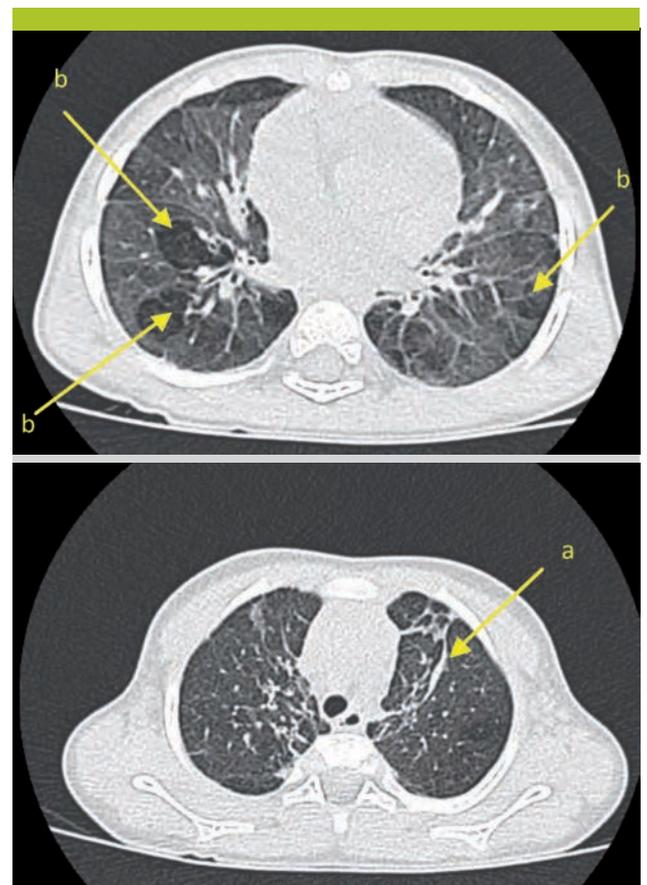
Séquelles pulmonaires d'une dysplasie bronchopulmonaire sévère: évaluation par CT thoracique à l'âge de deux ans
